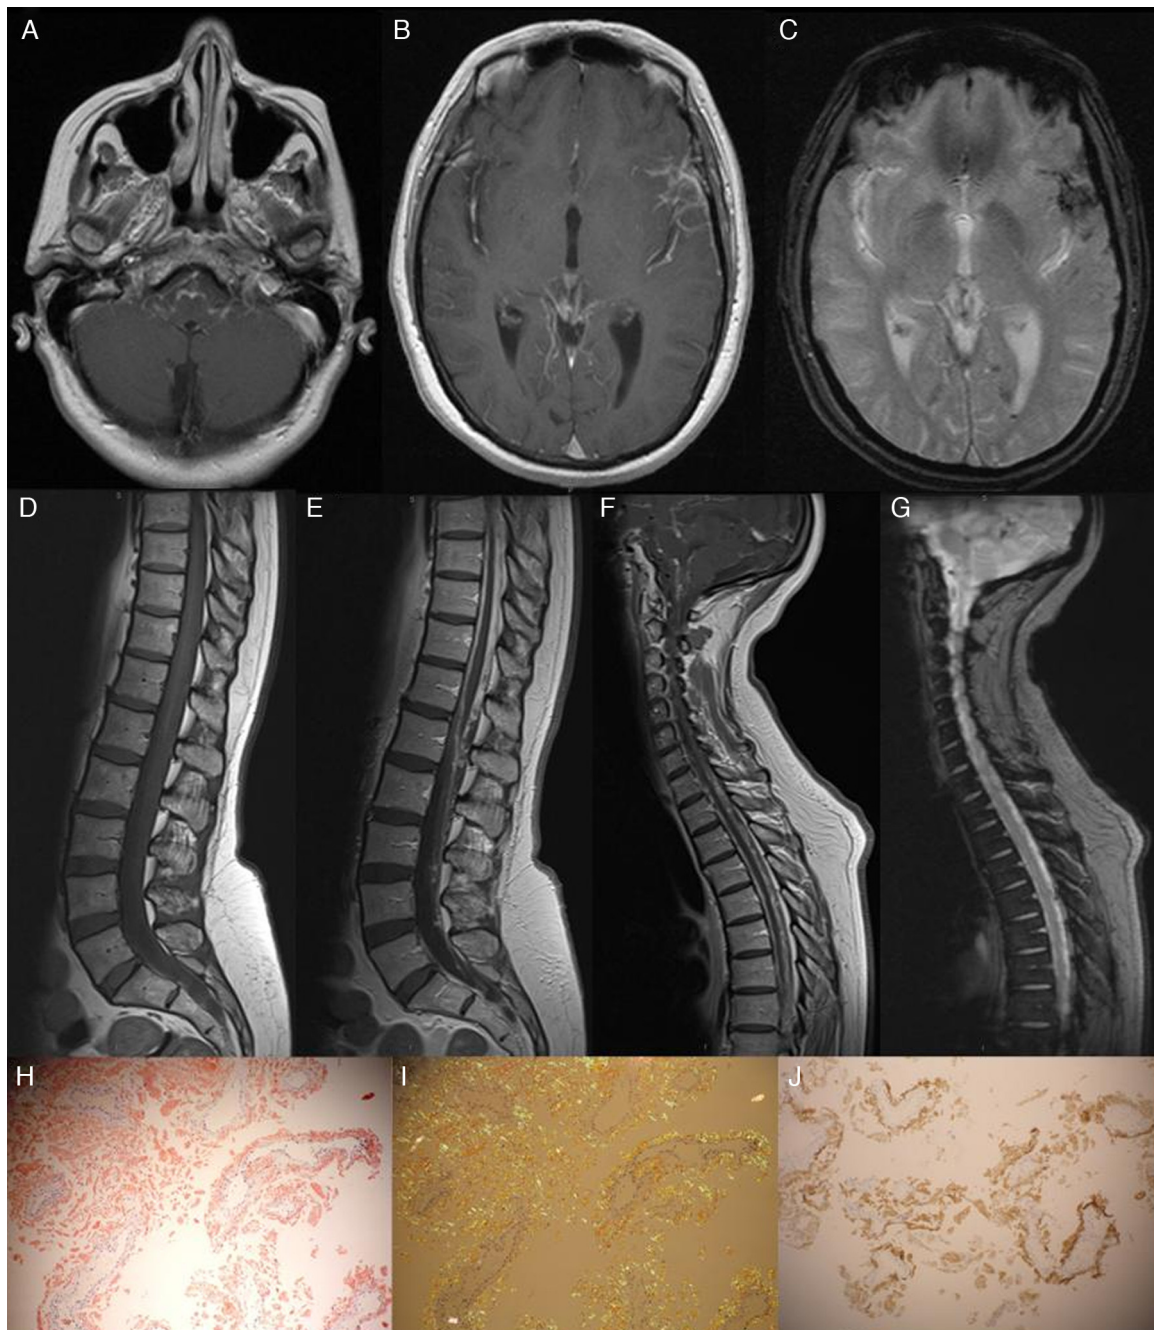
RM con gadolinio, T1 axial. Se observa captación leptomeníngea en la superficie del tronco encefálico y la cisura silviana izquierda (A y B). La T2* axial muestra siderosis superficial, fundamentalmente en la cisura de Silvio y el surco occipital, así como depósito de hemosiderina en el asta occipital izquierda (C). La T2* sagital revela signos de sangrado crónico (G) y en el T1 con contraste se observa un engrosamiento y captación de contraste meníngeo (E y F). Biopsia meníngea: La tinción rojo congo y el revelado con luz polarizada muestran abundante depósito de amiloide intersticial y perivascular (H e I). Las fibrillas de amiloide fueron reveladas con anticuerpo anti-TTR (J).
